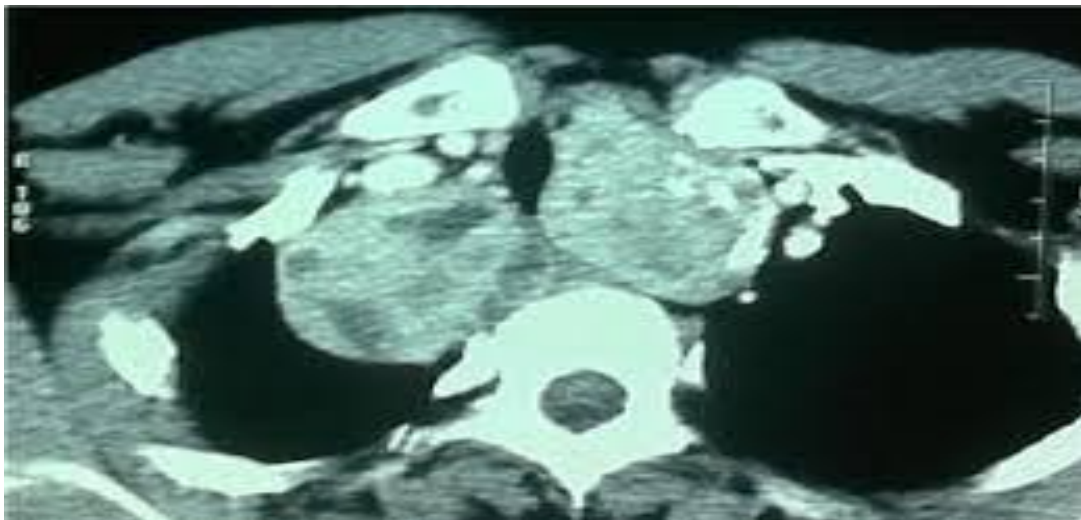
TDM coupe axiale : Goitre plongeant aux dépens des deux lobes thyroïdiens, responsable d'un aspect laminé de la trachée (Iconographie du service de chirurgie thoracique HMMI Meknès)
